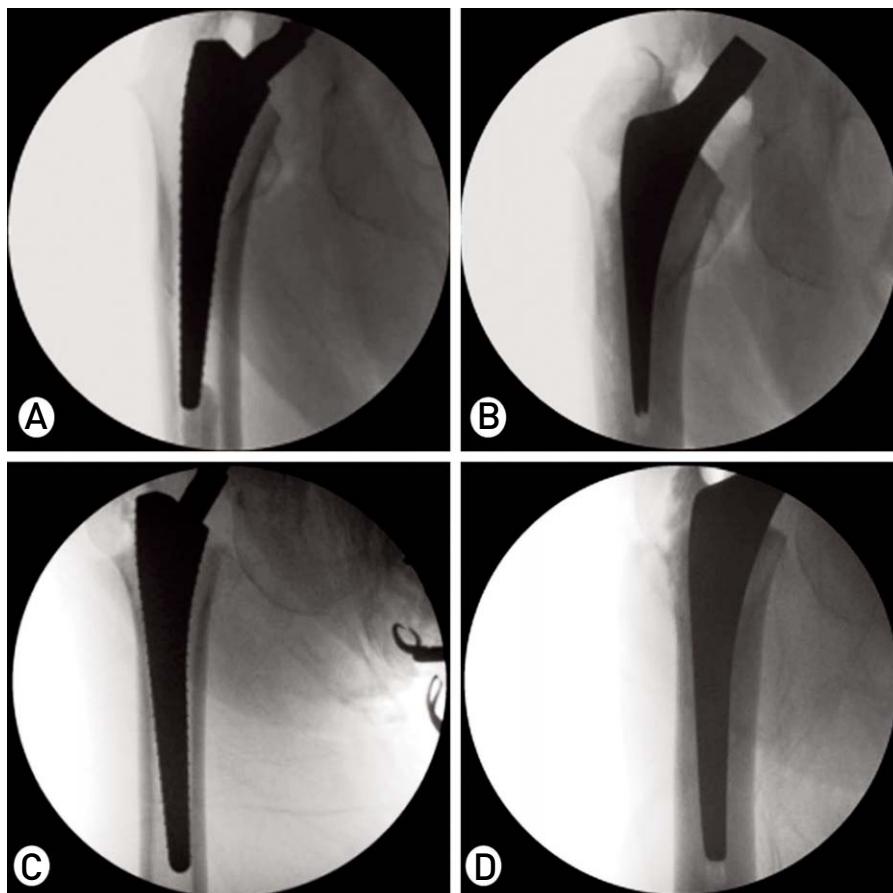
(A, B) The radiographs show estimated varus femoral stem malalignment is corrected to neutral femoral stem alignment. (C, D) The radiographs show estimated valgus femoral stem malalignment is corrected to neutral femoral stem alignment.
